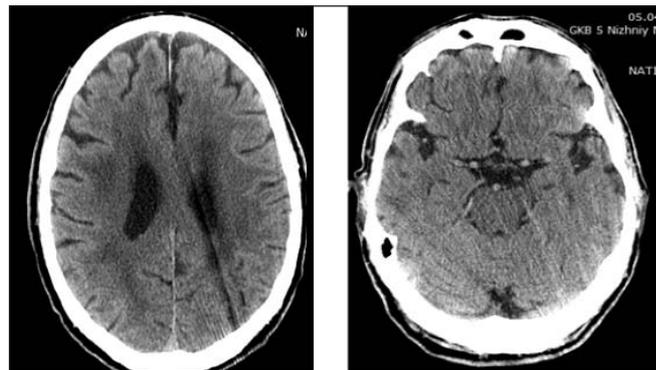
КТ головного мозга при поступлении: отсутствие ишемических изменений
